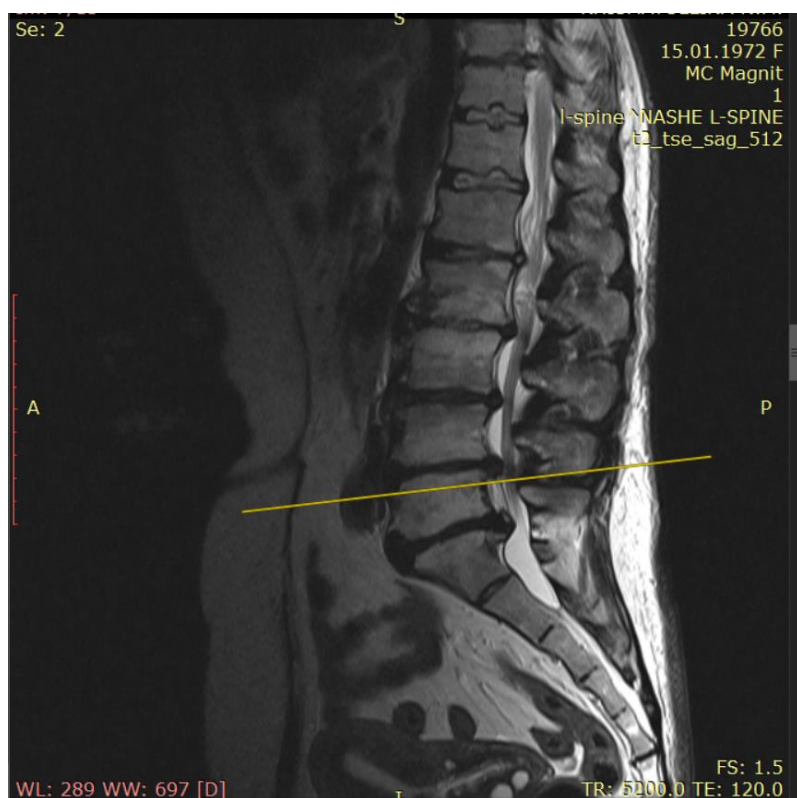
МРТ пациента группы контроля с сагиттальным дисбалансом и множественным стенозом позвоночного канала на уровне L1-S1
